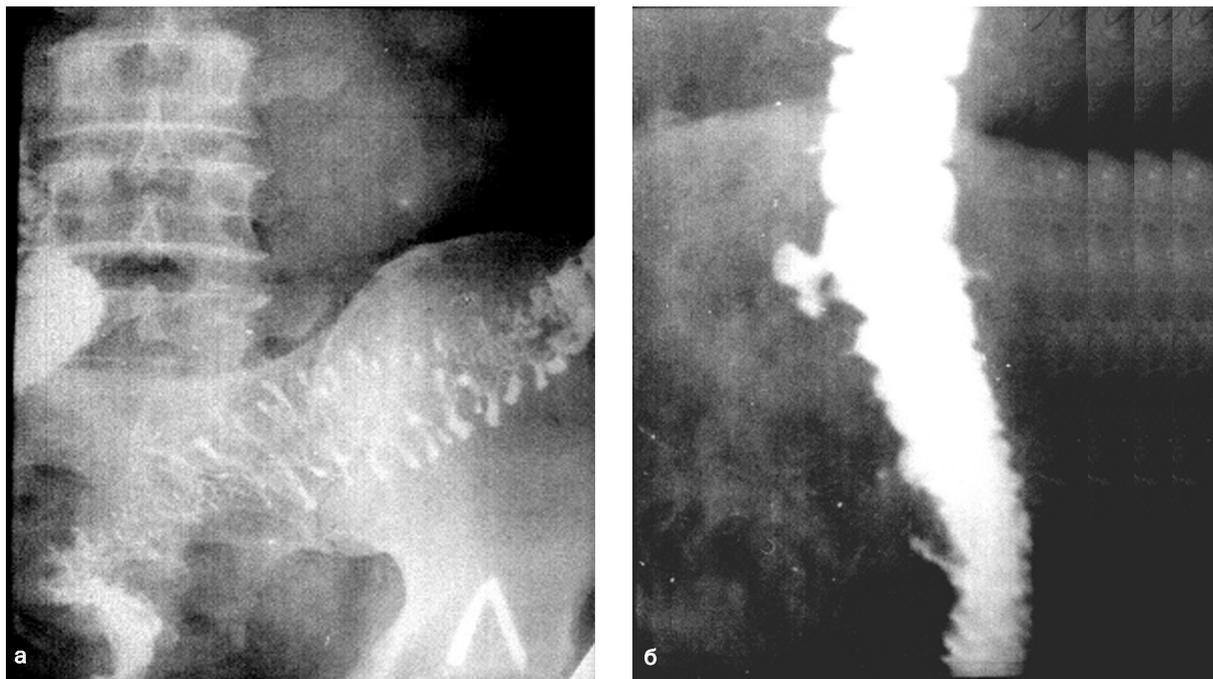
Прицельные рентгенограммы сигмовидной кишки б-ного Ч., 46 лет после опорожнения от бариевой взвеси (а) и б-ной С., 62 лет при тугом наполнении (б);
